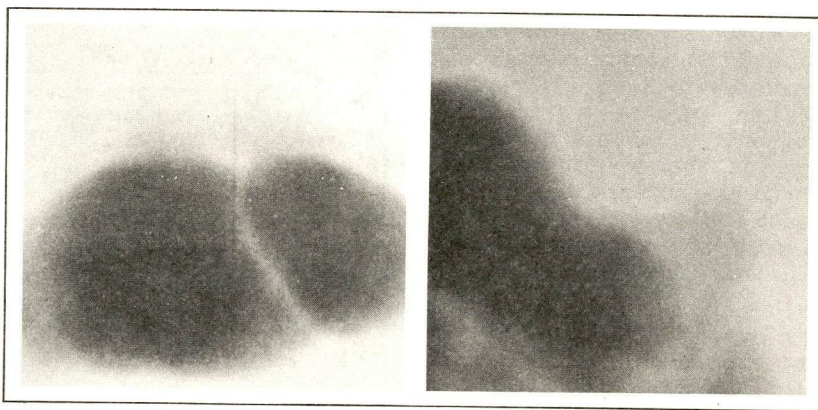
a-b — Politomografia normal em AP e perfil.
